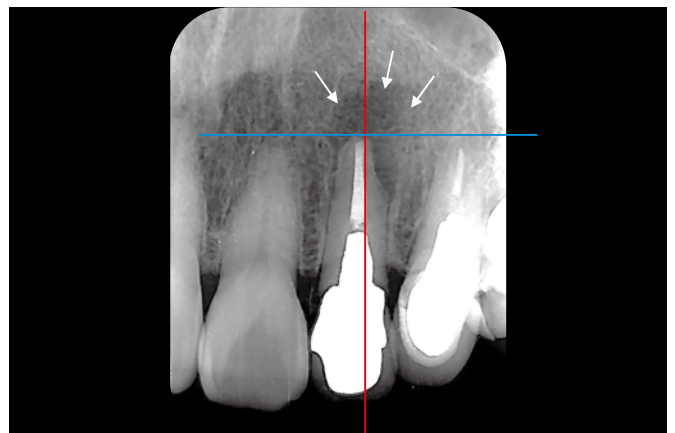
初診時のデンタルX線像。根尖相当部の透過像は、歯根膜腔の消失と共に歯根吸収を被包していた。
